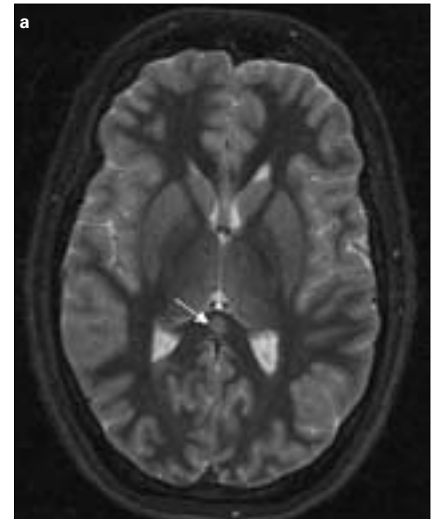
RM a los 8 días de suspender la CBZ: a) Imagen axial ponderada en T₂ donde se aprecia una lesión focal, ovoide, hiperintensa, en la parte central del esplenio del cuerpo calloso; b) Secuencia en difusión donde se observa un aumento de señal, lo que refleja una restricción a la difusión.
